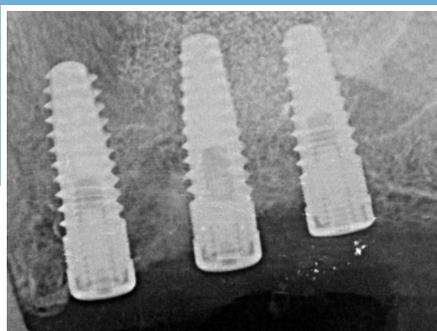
Radiografia post-chirurgica di controllo.
